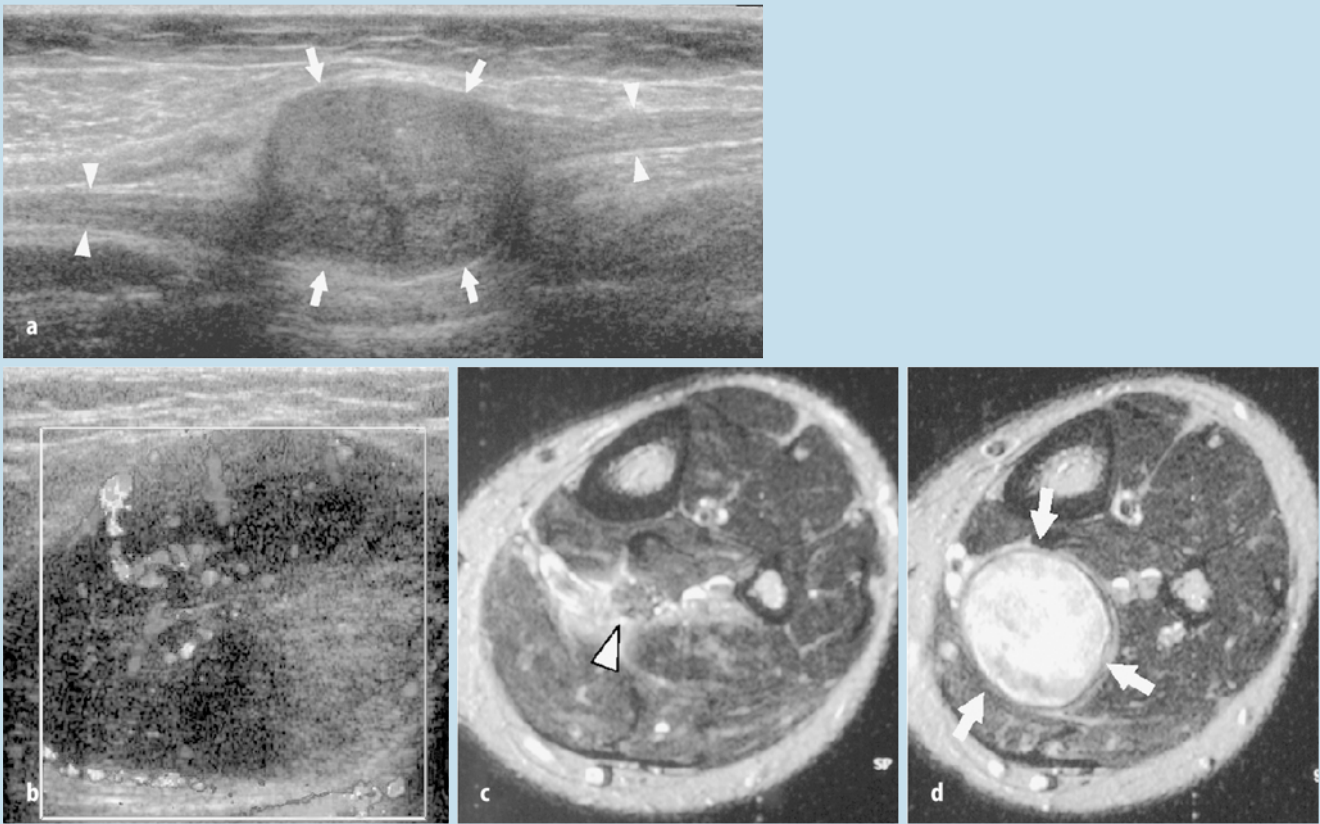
d ▲ Schwannom des N. tibialis an der Rückfläche des Beines. Längsschnitt mit 12–5 MHz in B-Bild- (a) und Farbdopplertechnik (b). Der Tumor ist eine exzentrisch gelegene, echoarme Raumforderung (Pfeile) in direkter Kontinuität mit dem Nerven selbst (Pfeilspitzen). Der Tumor erscheint hypervaskularisiert, mit zentralen und peripheren Farbdopplersignalen. In der vergleichenden, fettsupprimierten T2w-MRT direkt proximal des Tumors (c) und auf Höhe des Tumors selbst (d) erkennt man den direkten anatomischen Bezug zwischen Tumor (Pfeile) und Nerv (Pfeilspitzen).
